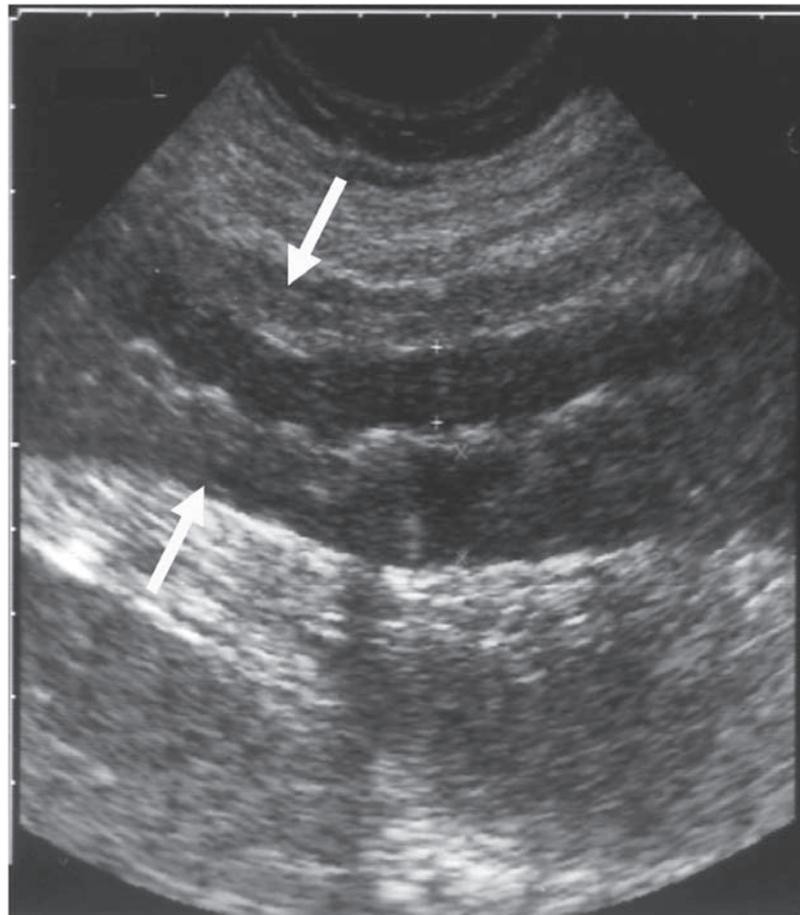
39-jähriger Patient mit unklarem akutem Abdomen und diffusem Unterbauchschmerz. Sonografisch: wandverdicktes Colon sigmoideum bei Kolitis.
